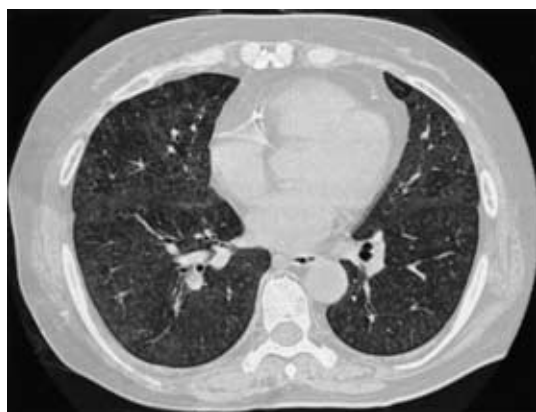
Chest CT scan on second admission, showing diffuse centrilobar nodules in both lung fields.
